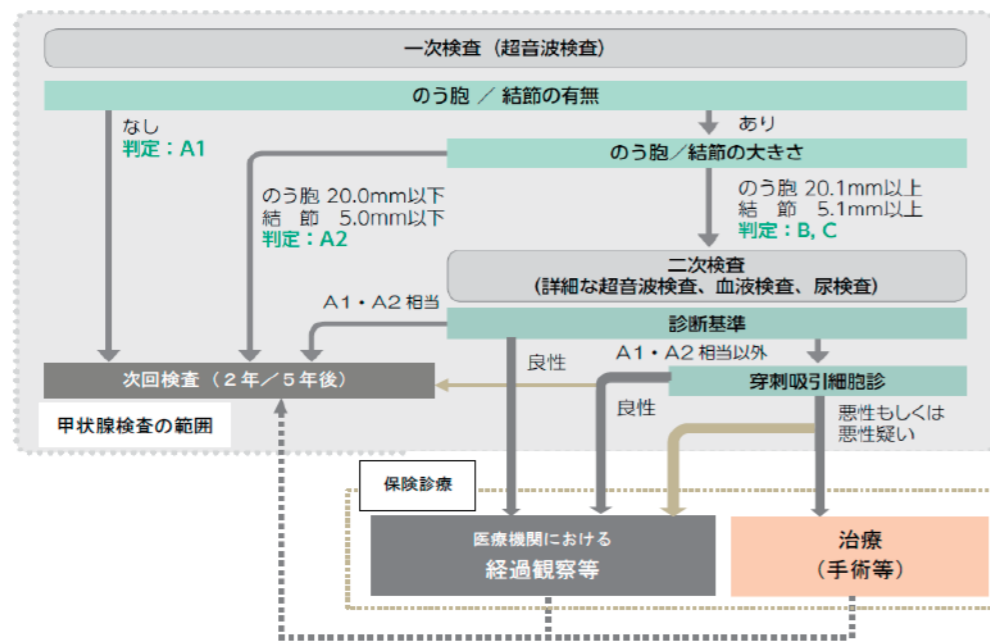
福島県県民健康調査 詳細調査 超音波検査の流れ(福島県ホームページ)
